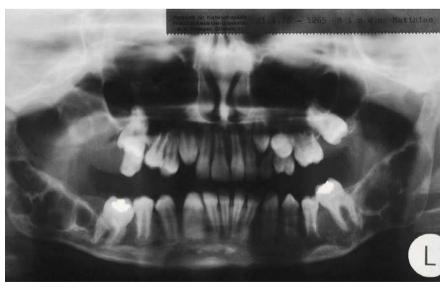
Radiografía del caso 12.
